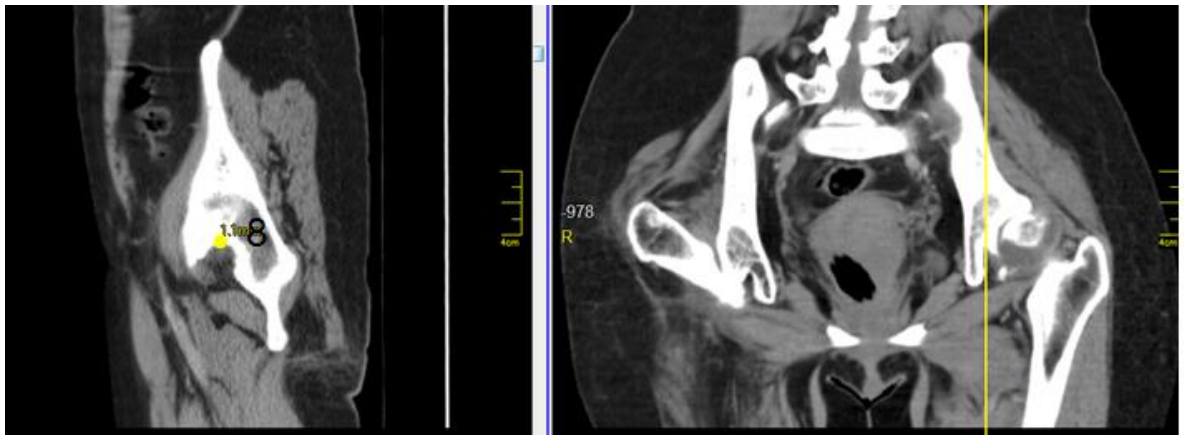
МСКТ-слайсы в прямой и боковой проекциях на уровне левой вертлужной впадины (пояснения в тексте)
